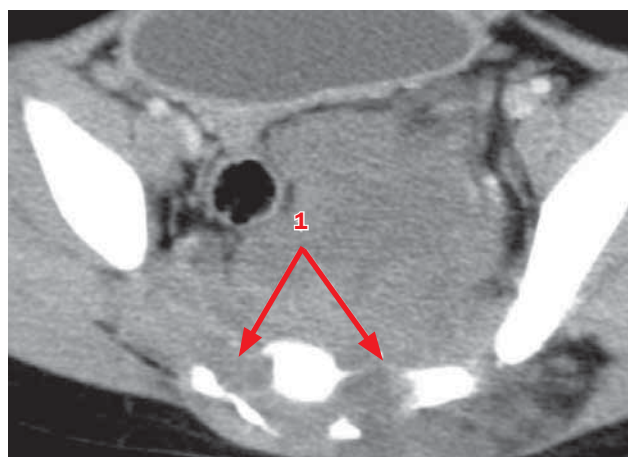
Больной К., 7 лет. Нейробластома крестцово-копчиковой области. МСКТ органов малого таза с болюсным контрастированием
